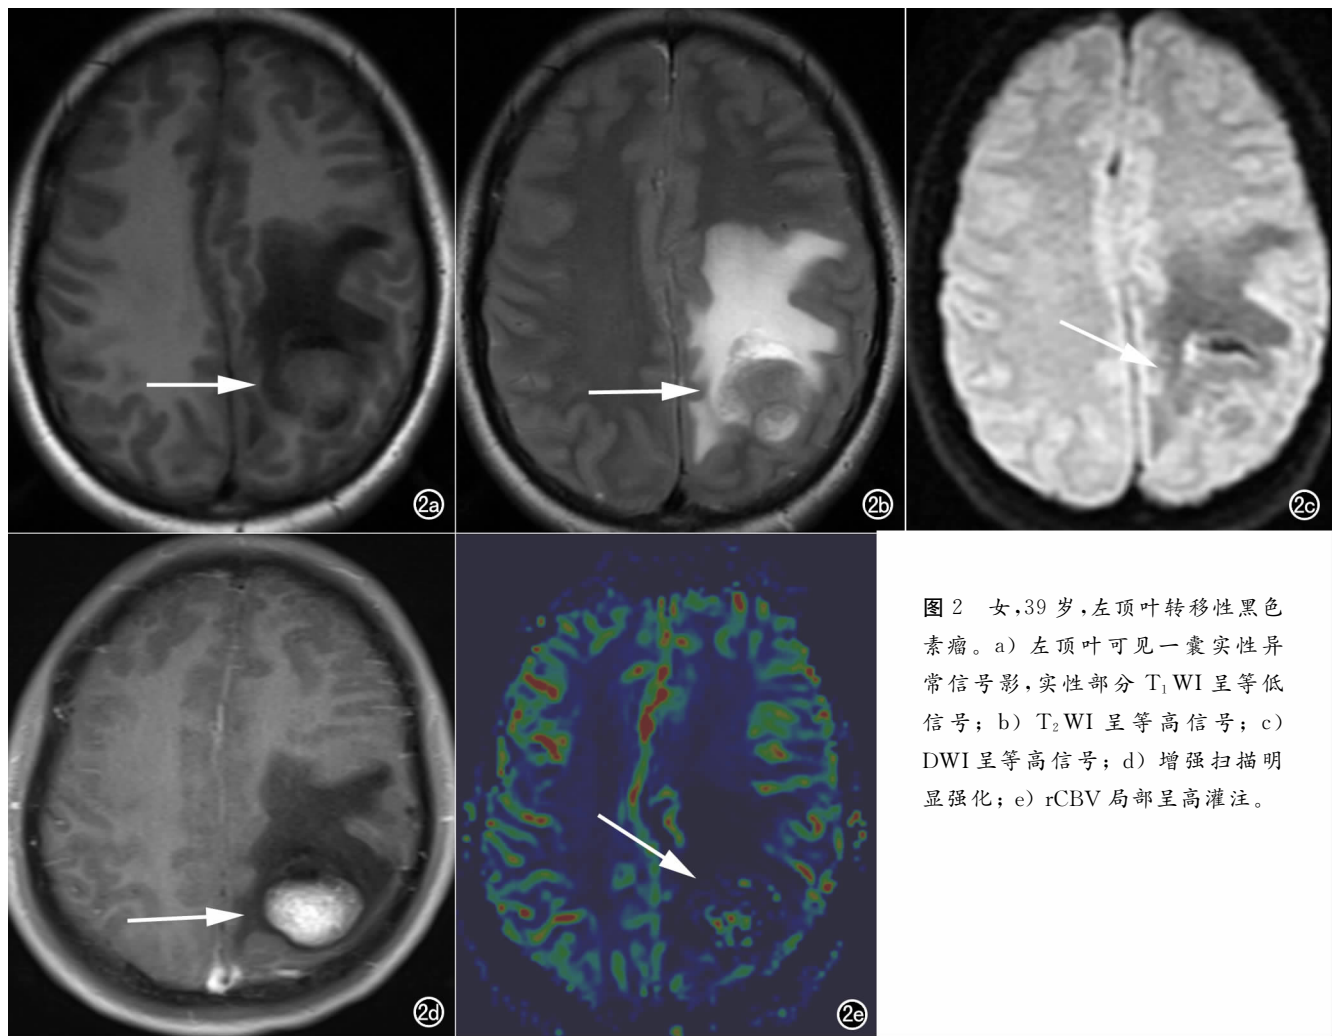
女,39岁,左顶叶转移性黑色素瘤。a) 左顶叶可见一囊实性异常信号影,实性部分 T_1 WI 呈等低信号; b) T_2 WI 呈等高信号; c) DWI 呈等高信号; d) 增强扫描明显强化; e) rCBV 局部呈高灌注。
